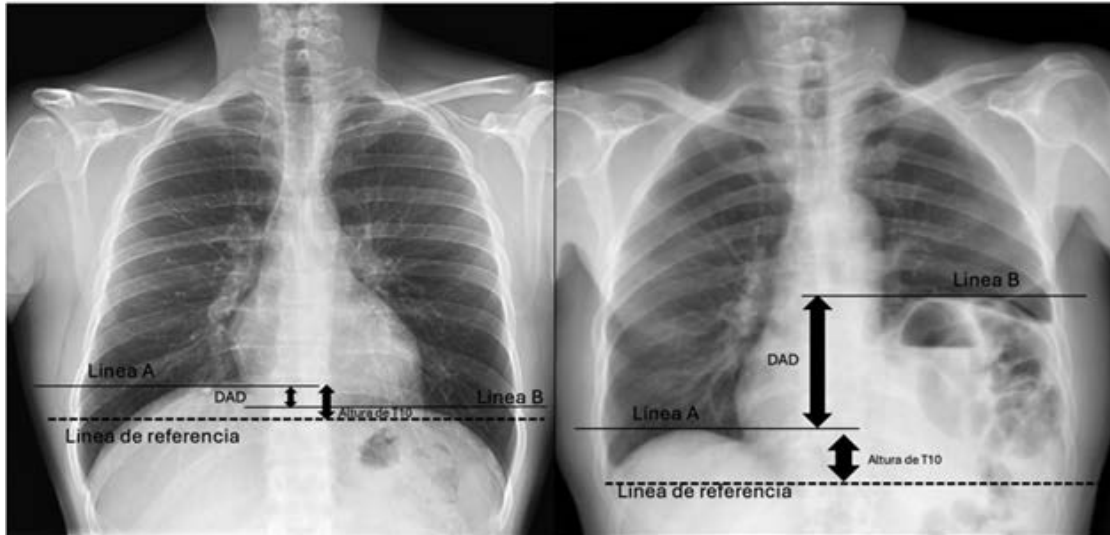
Radiografía de tórax con patrón intestinal de gas en hemitórax izquierdo
